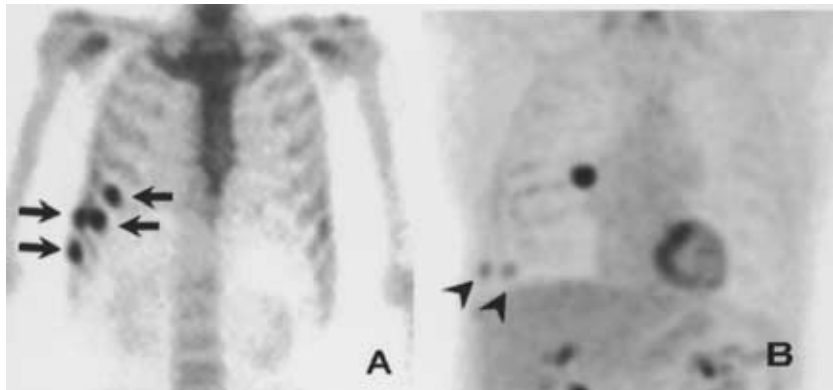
Case 4, 74 yo male. Four serial rib fractures(arrow) on ^{99m}Tc bone scintigraphy (A) were made a wrong diagnosis as two rib metastases (arrow head) on ¹⁸F-DG-PET (B)
